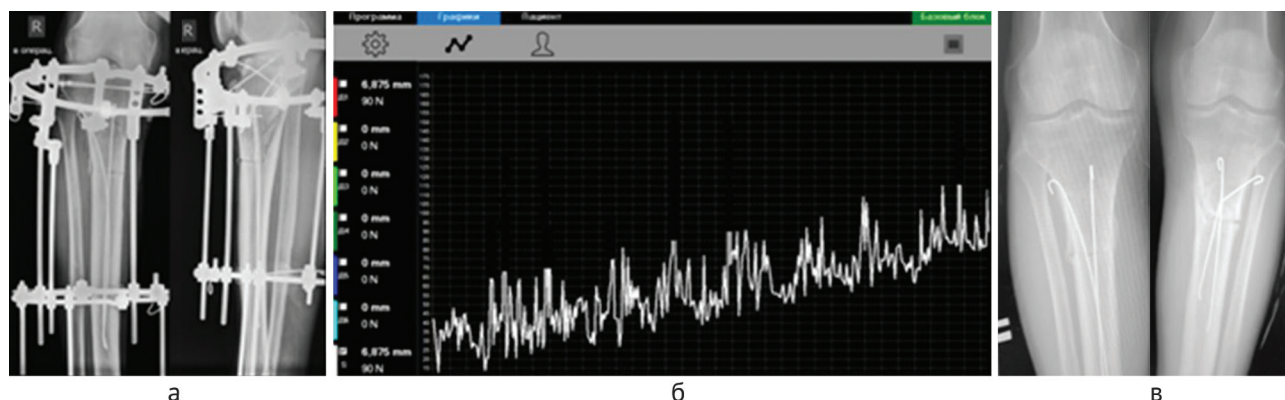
Рентгенограммы костей правой голени в день операции (а), динамика дистракционных усилий при исправлении деформации правой голени (б), рентгенограммы костей обеих голени после завершения лечения (в)
